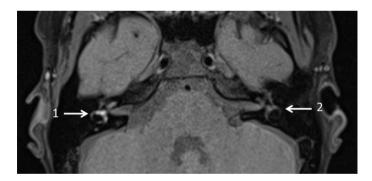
IRM sans injection de gadolinium en coupe axiale mettant en évidence un hypersignal spontané dans le labyrinthe droit (1), alors que le labyrinthe gauche est normal (2).
